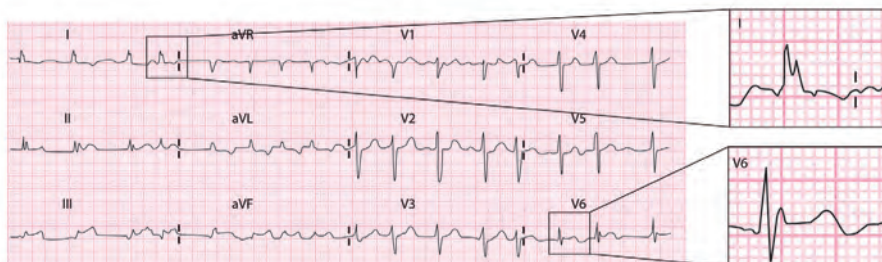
Mujer de 65 años en FA con dos infartos previos por oclusión CD y CX que presenta un QRS fragmentado típico. Además, la elevación del ST en un paciente en fase crónica postinfarto es sugestiva de presencia de aneurisma ventricular que se demostró por ecocardiografía.
